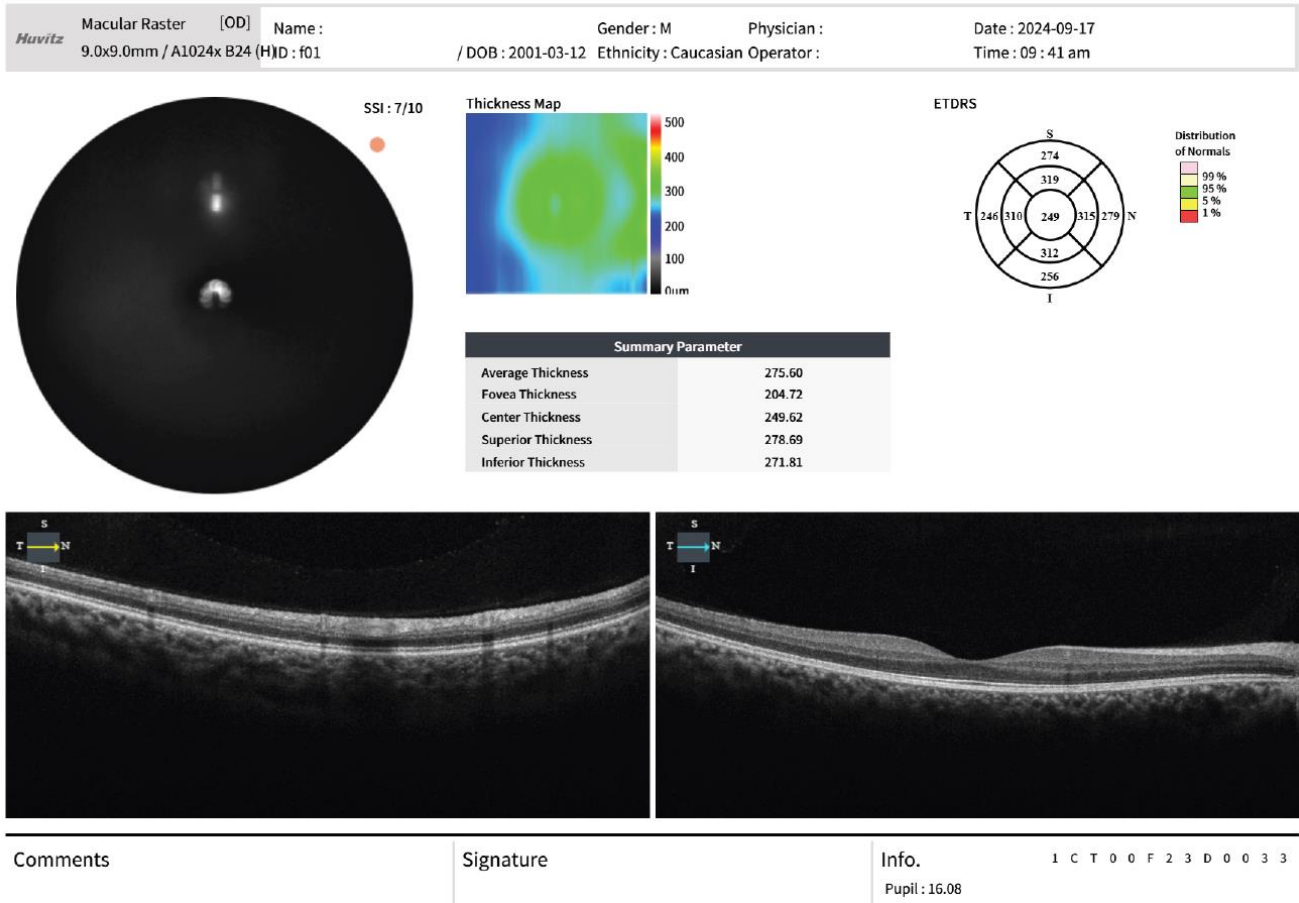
Mapa ETDRS da Retina obtida através da Tomografia de Coerência Ótica (OCT)
